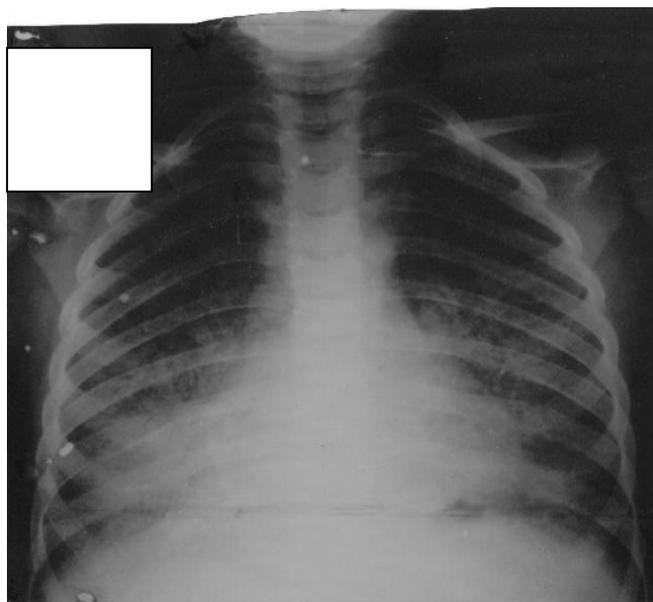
Типова рентгенологічна картина лімфоїдно-інтерстиціального пневмоніту в дитини 5 років.
